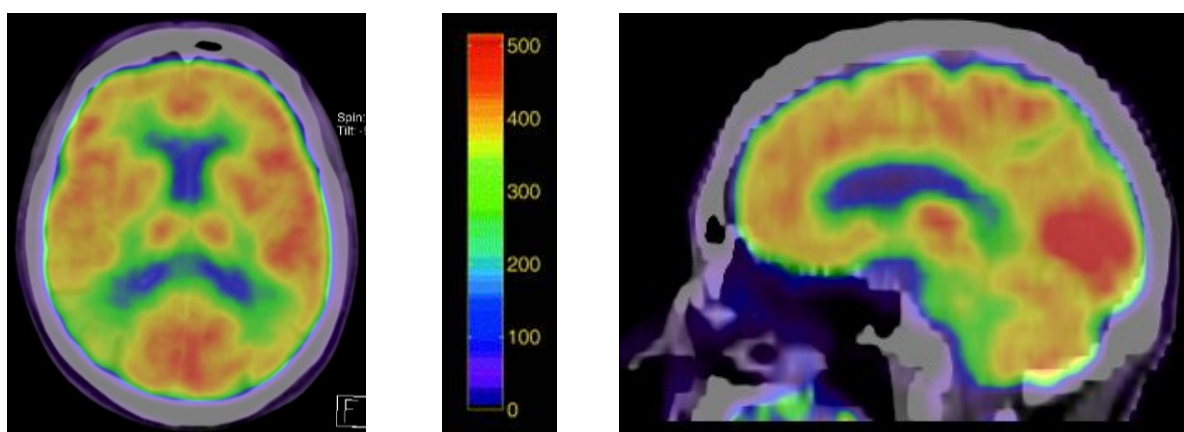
Patient No. 1. Axialer und sagittaler Schnitt der PET-Aufnahme. Die Durchblutungswerte in ml/100 g/min sind entsprechend der Skala farbkodiert.
